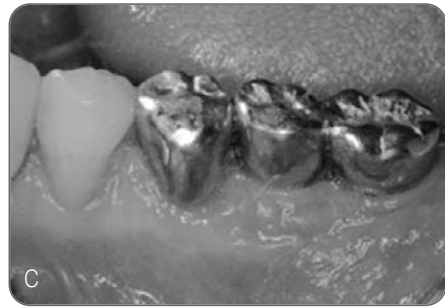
Clinical photographs of 2nd surgery and periapical radiograph after 2nd surgery.
